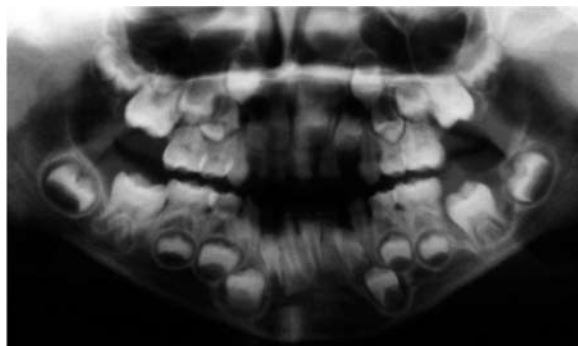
Radiografia panorâmica mostrando a lesão cística na região do primeiro molar permanente inferior esquerdo.
